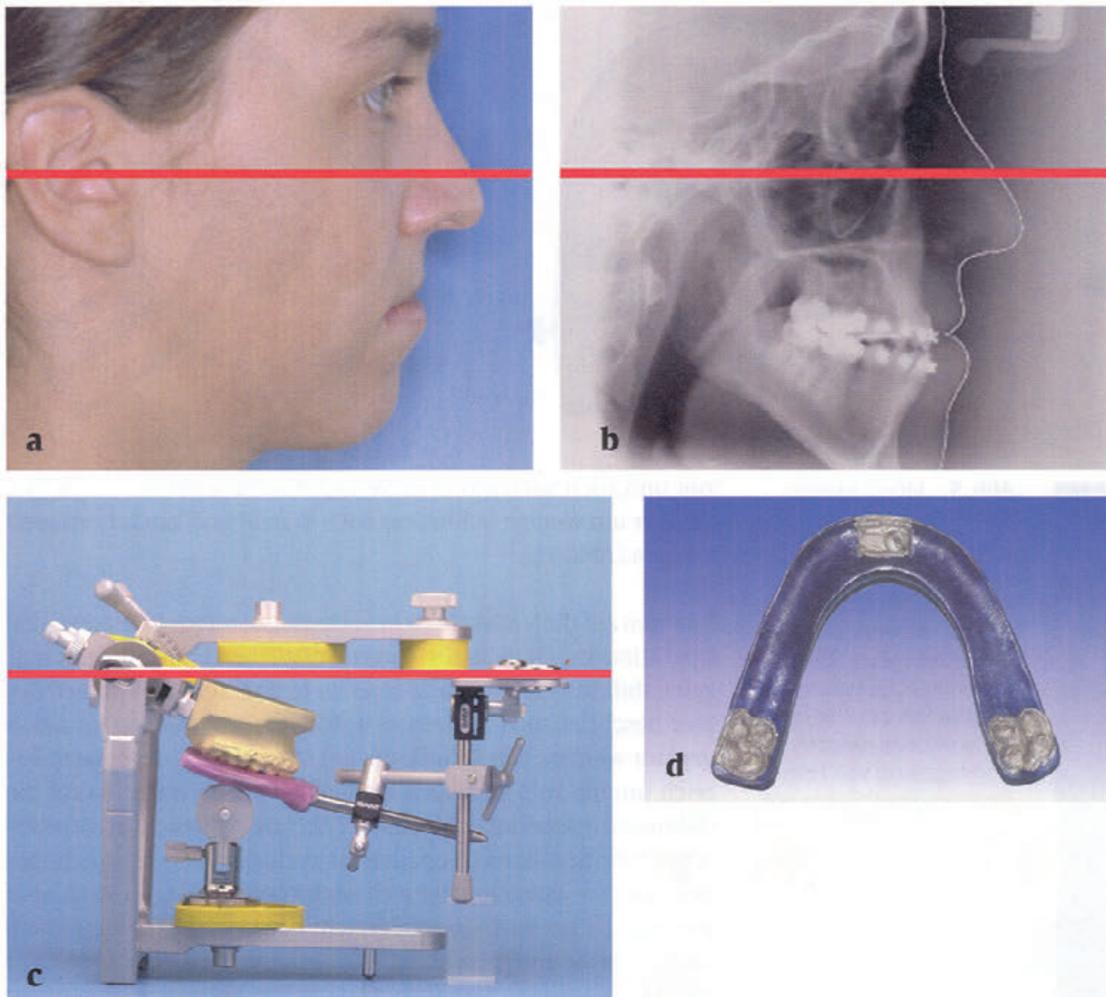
Scharnierachsen-Orbital-Ebene als Bezugsebene am Foto (a). Scharnierachsen-Orbital-Ebene als Bezugsebene am Fernröntgen-seitenbild (b). Scharnierachsen-Orbital-Ebene als Bezugsebene bei der Artikulatoremontage des Oberkiefermodells (c). Unterseite eines Zentrikregistrates mit einer Basis aus Kunststoff und Stops aus Aluwachs zur Artikulatoremontage des Unterkiefermodells (d).
